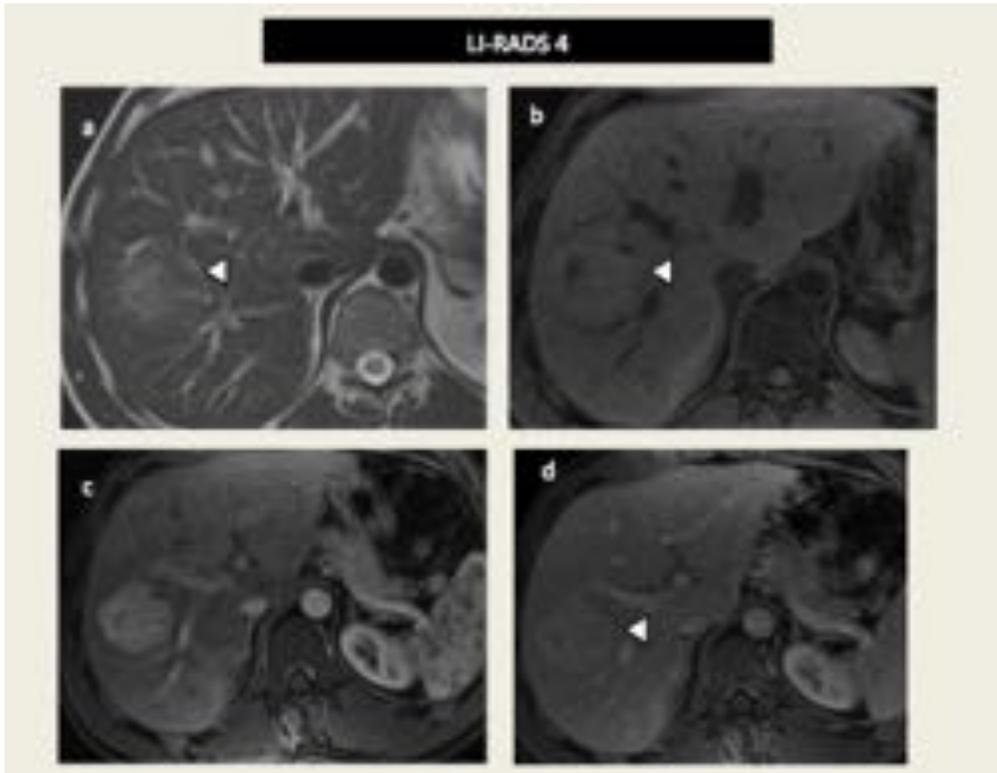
RM del paciente con secuencias potenciadas en T1 sin contraste (a) y con fase arterial y portal, donde se observa entre los segmentos V-VIII una masa de 46 mm con realce en fase arterial (b) que no muestra claro lavado en fase portal (c, cabeza de flecha). Criterios menores que apoyan malignidad : moderada hiperintensidad en T2 (d), nódulo en otro nódulo. Es una lesión LR4.
